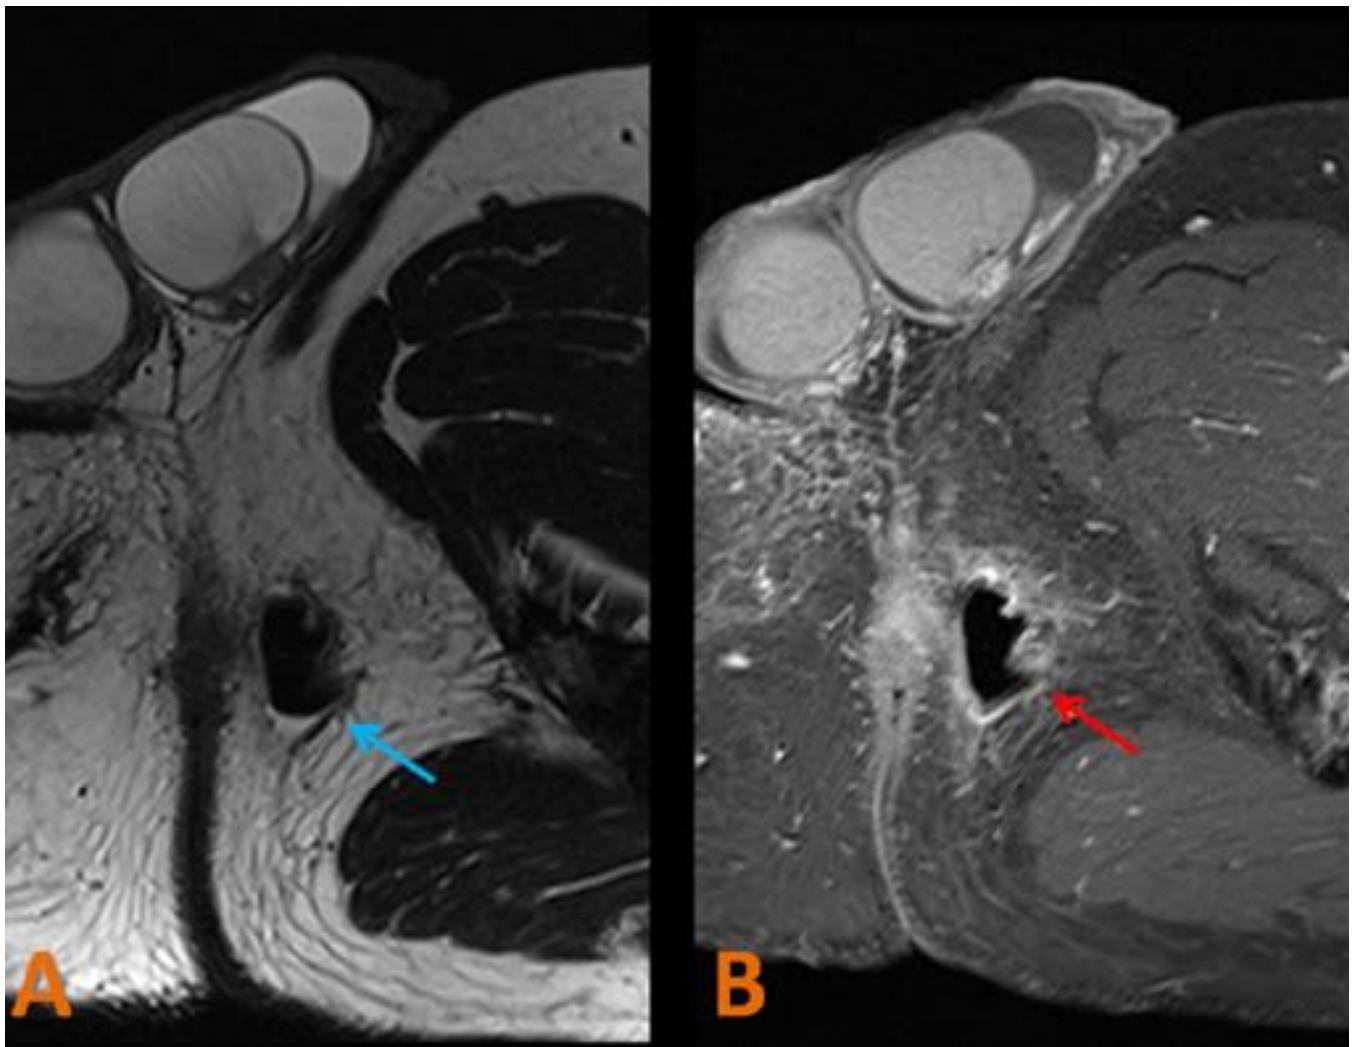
ABSCESO ANORRECTAL. RM de pelvis potenciada en T2 TSE, plano axial (A) y potenciada en T1 con supresión de la grasa tras la administración de gadolinio, plano axial (B). Varón de 59 años con fístula perianal que presenta dolor y secrección purulenta. Se observa un absceso en la fosa isquiorrectal izquierda con contenido mayoritariamente gaseoso (flecha azul) y con realce periférico tras la administración de gadolinio (flecha roja).
